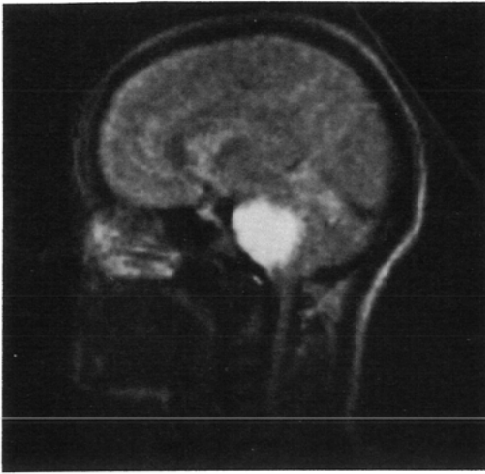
Chordoma. Precontrast CT (a) and SE_{1080/40} image (b). Although calcification recognised on CT it was not easily detected by NMR, according to the extent of the tumour and bone invasion NMR is superior to CT. Tumour shape on NMR do not show the intrinsic tumour but the extrinsic one.
